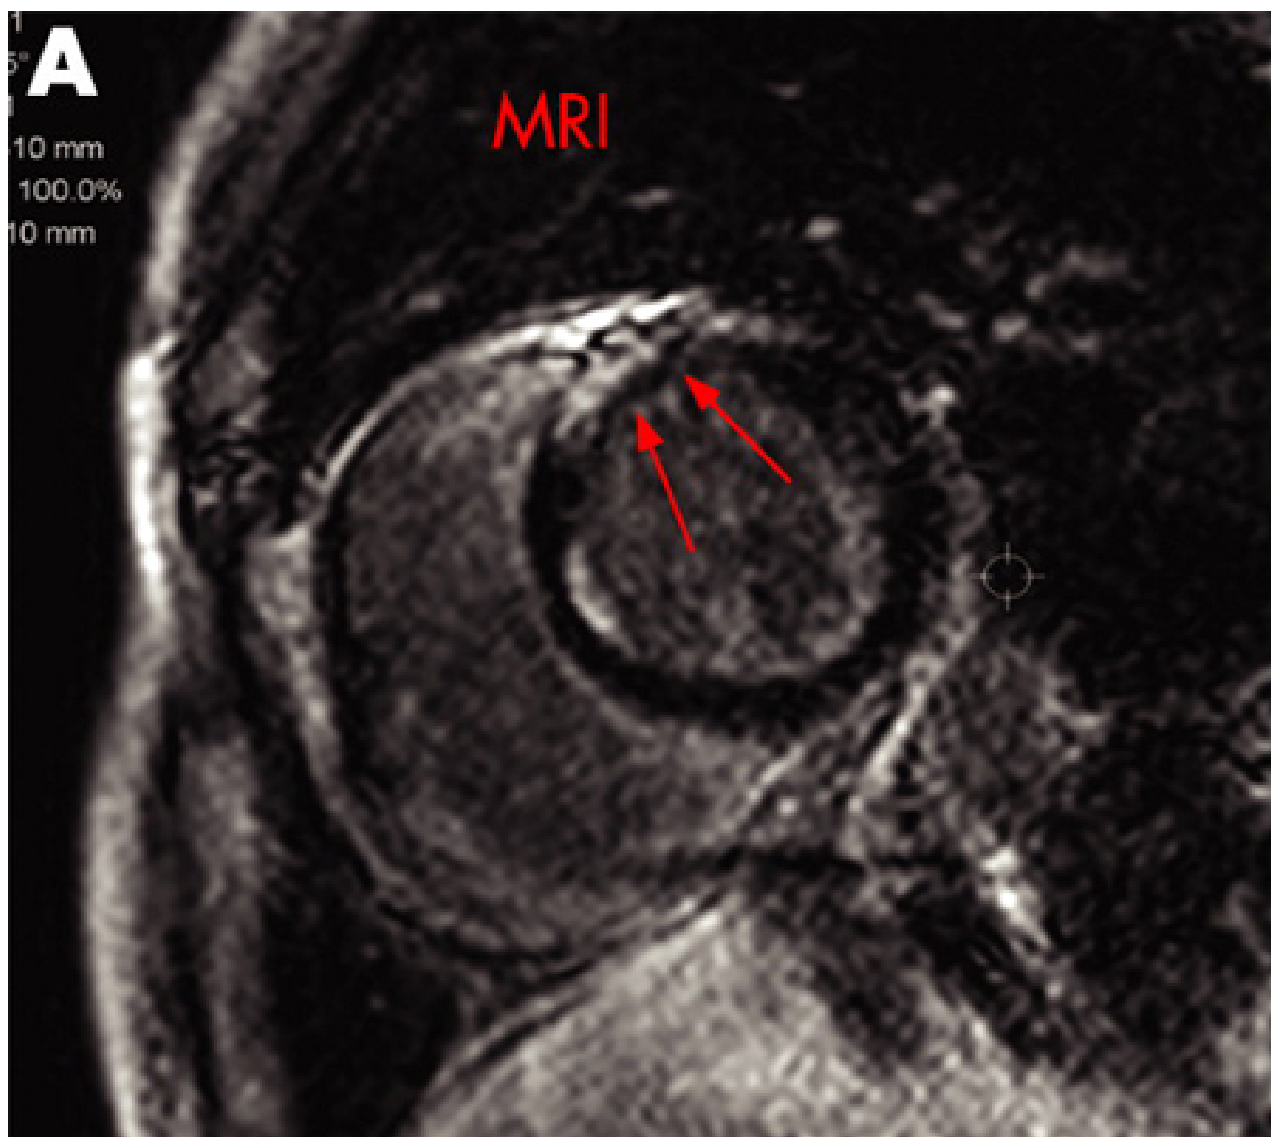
A) Ressonância nuclear magnética (RNM) com gadolínio do coração (eixo curto) mostrando uma hiperintensidade tardia no miocárdio ântero-septal
